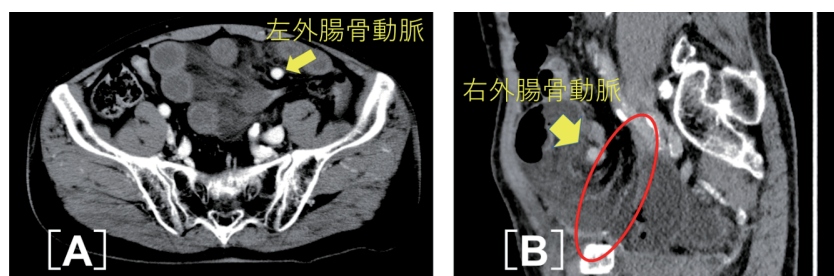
Enhanced CT shows Ileus image. In each case, a closed loop is seen.
